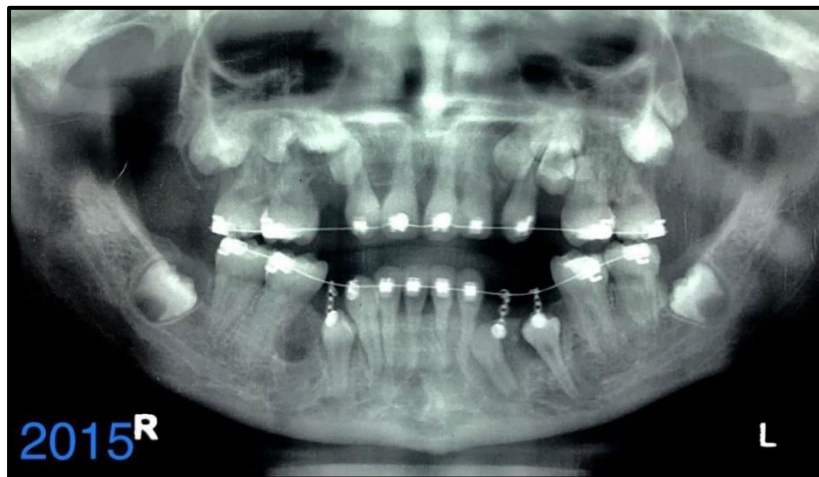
Radiografia panorâmica após as 03 exodontias realizadas e tracionamento dos dentes 33, 35, 43 e 44.
